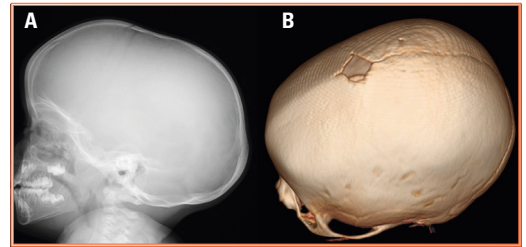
Alteraciones craneales en pacientes con XLH. Radiografía lateral del cráneo (A) que presenta un aumento del diámetro anteroposterior del cráneo (dolicocefalia) con prominencia frontal por el cierre precoz de la sutura sagital. Reconstrucción volumétrica de la tomografía computarizada (TC) craneal de otro paciente (B), que muestra un cierre precoz de las suturas coronales, pero que no se asocia a una deformidad craneal significativa, salvo una ligera prominencia frontal con una pequeña cresta media (probablemente por el cierre precoz de la sutura metópica).
